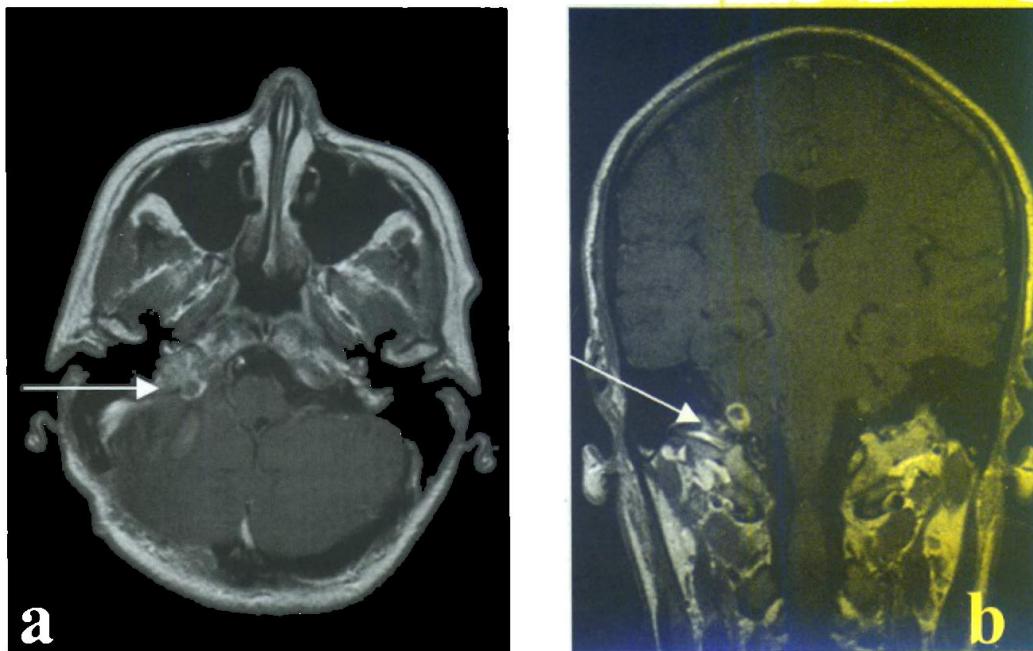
Enhanced T1 magnetic resonance imaging performed before the radiosurgery
